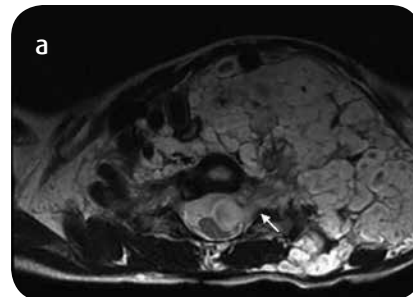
a) RM, secuencia axial potenciada en T2 y b) secuencia coronal poscontraste potenciada en T1. Predomina la masa de alta señal, con áreas centrales de baja señal que se originan en las raíces nerviosas cervicales y torácicas con incremento del tamaño de los forámenes neurales (flecha) con marcado efecto compresivo. Hay extensión de las lesiones a través del OT. Estas lesiones corresponden a neurofibromas en paciente con diagnóstico conocido de NF2.
